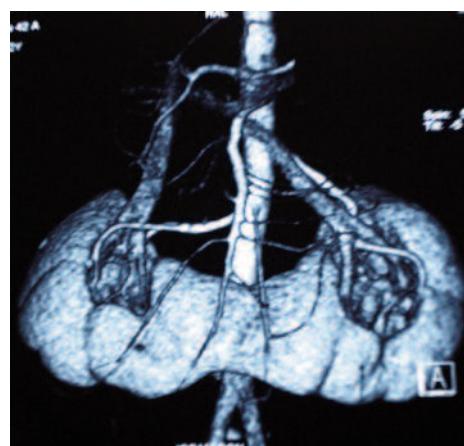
Angiotomografía.
